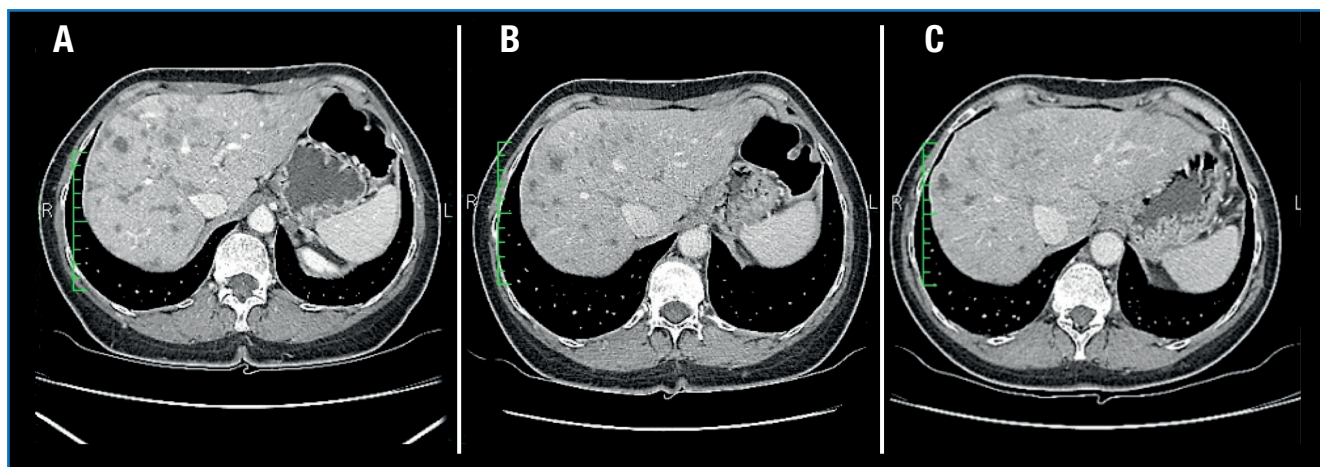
Riduzione numerica delle lesioni epatiche in corso di trattamento con lapatinib più capecitabina. (A) TAC al basale prima dell'inizio del trattamento (febbraio 2017), (B) dopo 3 cicli di trattamento (maggio 2017), (C) dopo 6 cicli di trattamento (agosto 2017).
